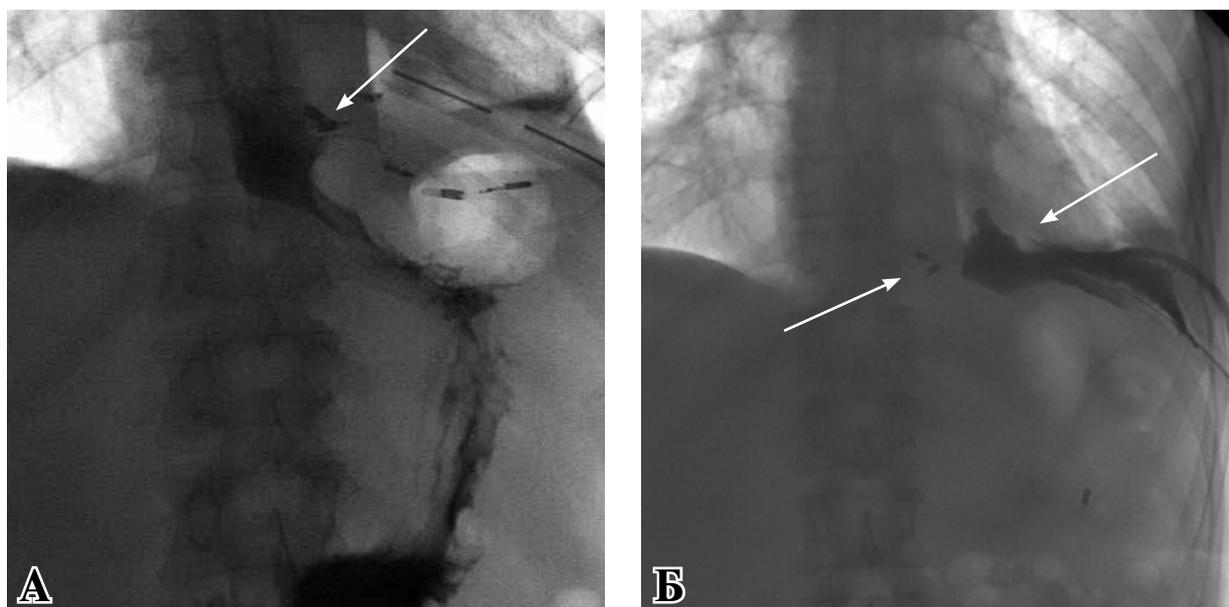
Рентгенконтрастное исследование пищевода – А. Фистулография – Б. Сообщения пищевода с плевральными полостями не выявлено. Стрелками обозначено место разрыва и дренажные трубки при фистулографии.
